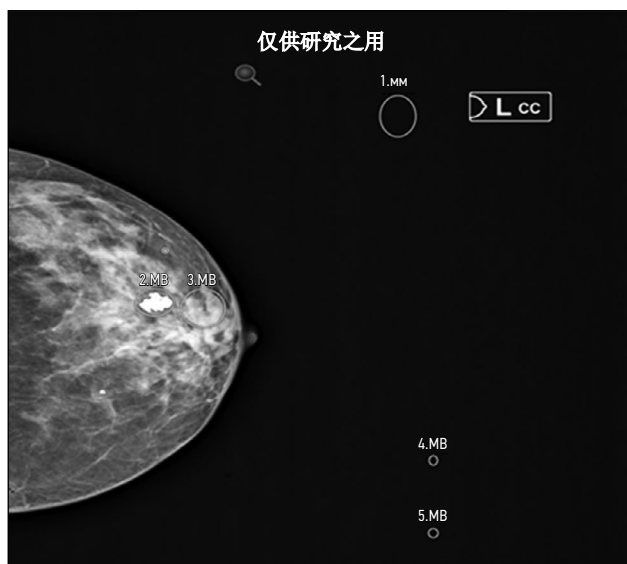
缺陷：在目标器官外进行标记。“乳腺X线摄影”模式。
